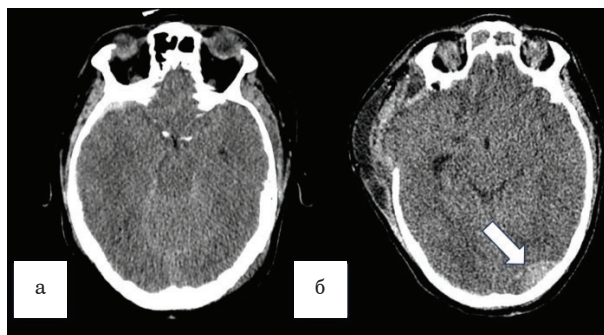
Computed tomograms of the patient's brain at admission: а – frontal section; б – axial section. Computed tomograms of the patient's brain after DC: в – frontal section; г – axial section. The arrow shows the development of an acute subdural hematoma in the early postoperative period
